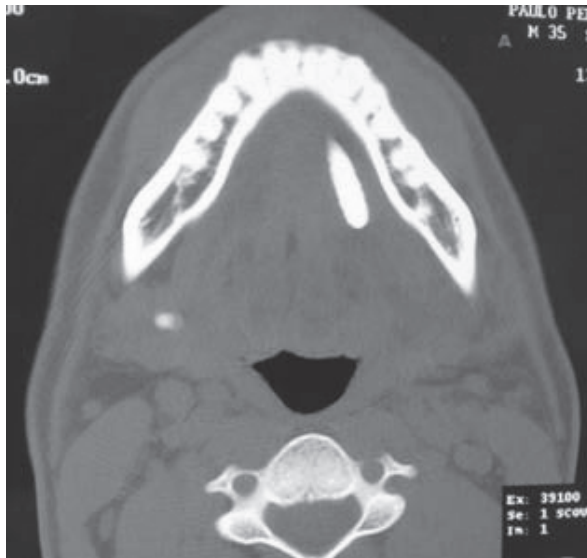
Corte axial da tomografia computadorizada de face onde se observa a presença do cálculo em região distal do ducto de Wharton esquerdo.
